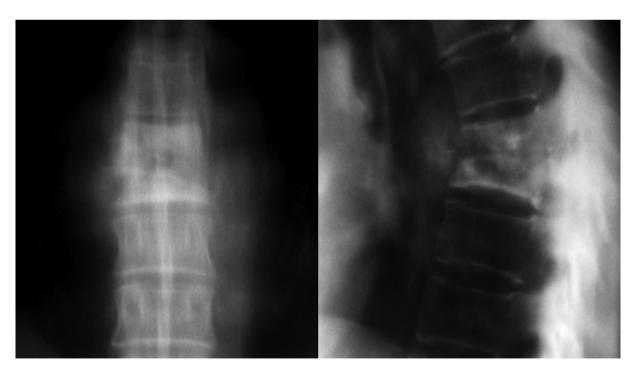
Рентгеновское томографическое исследование грудного отдела позвоночника. Диагноз: туберкулезный спондилит. На фоне выраженного остеопороза отмечается клиновидная деформация с неравномерной деструкцией двух соседних позвонков по типу «тающего сахара». По краям дифференцируются мягкотканные негомогенные дополнительные тени натечных абсцессов
